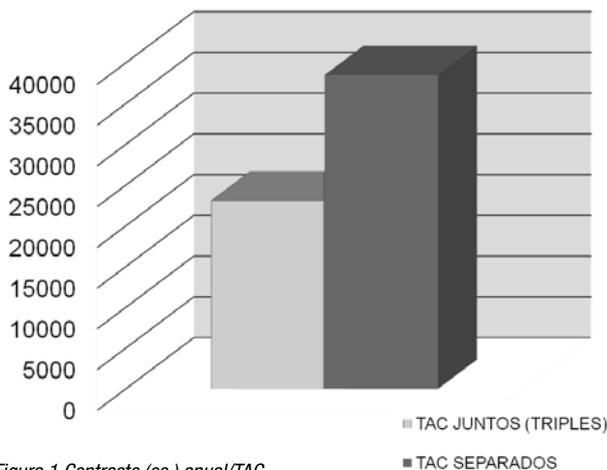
Contraste (cc.) anual/TAC
